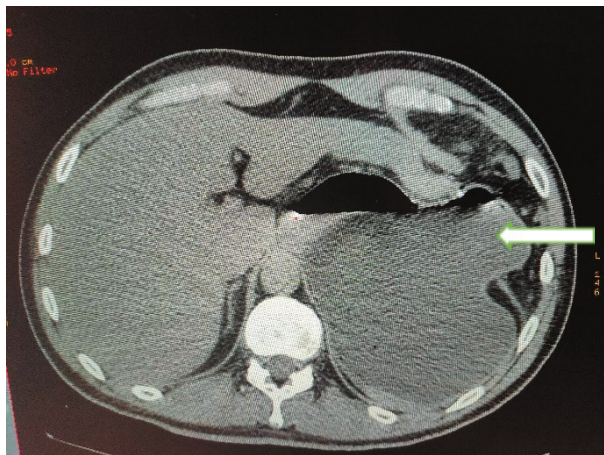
МСКТ аксиальный срез
